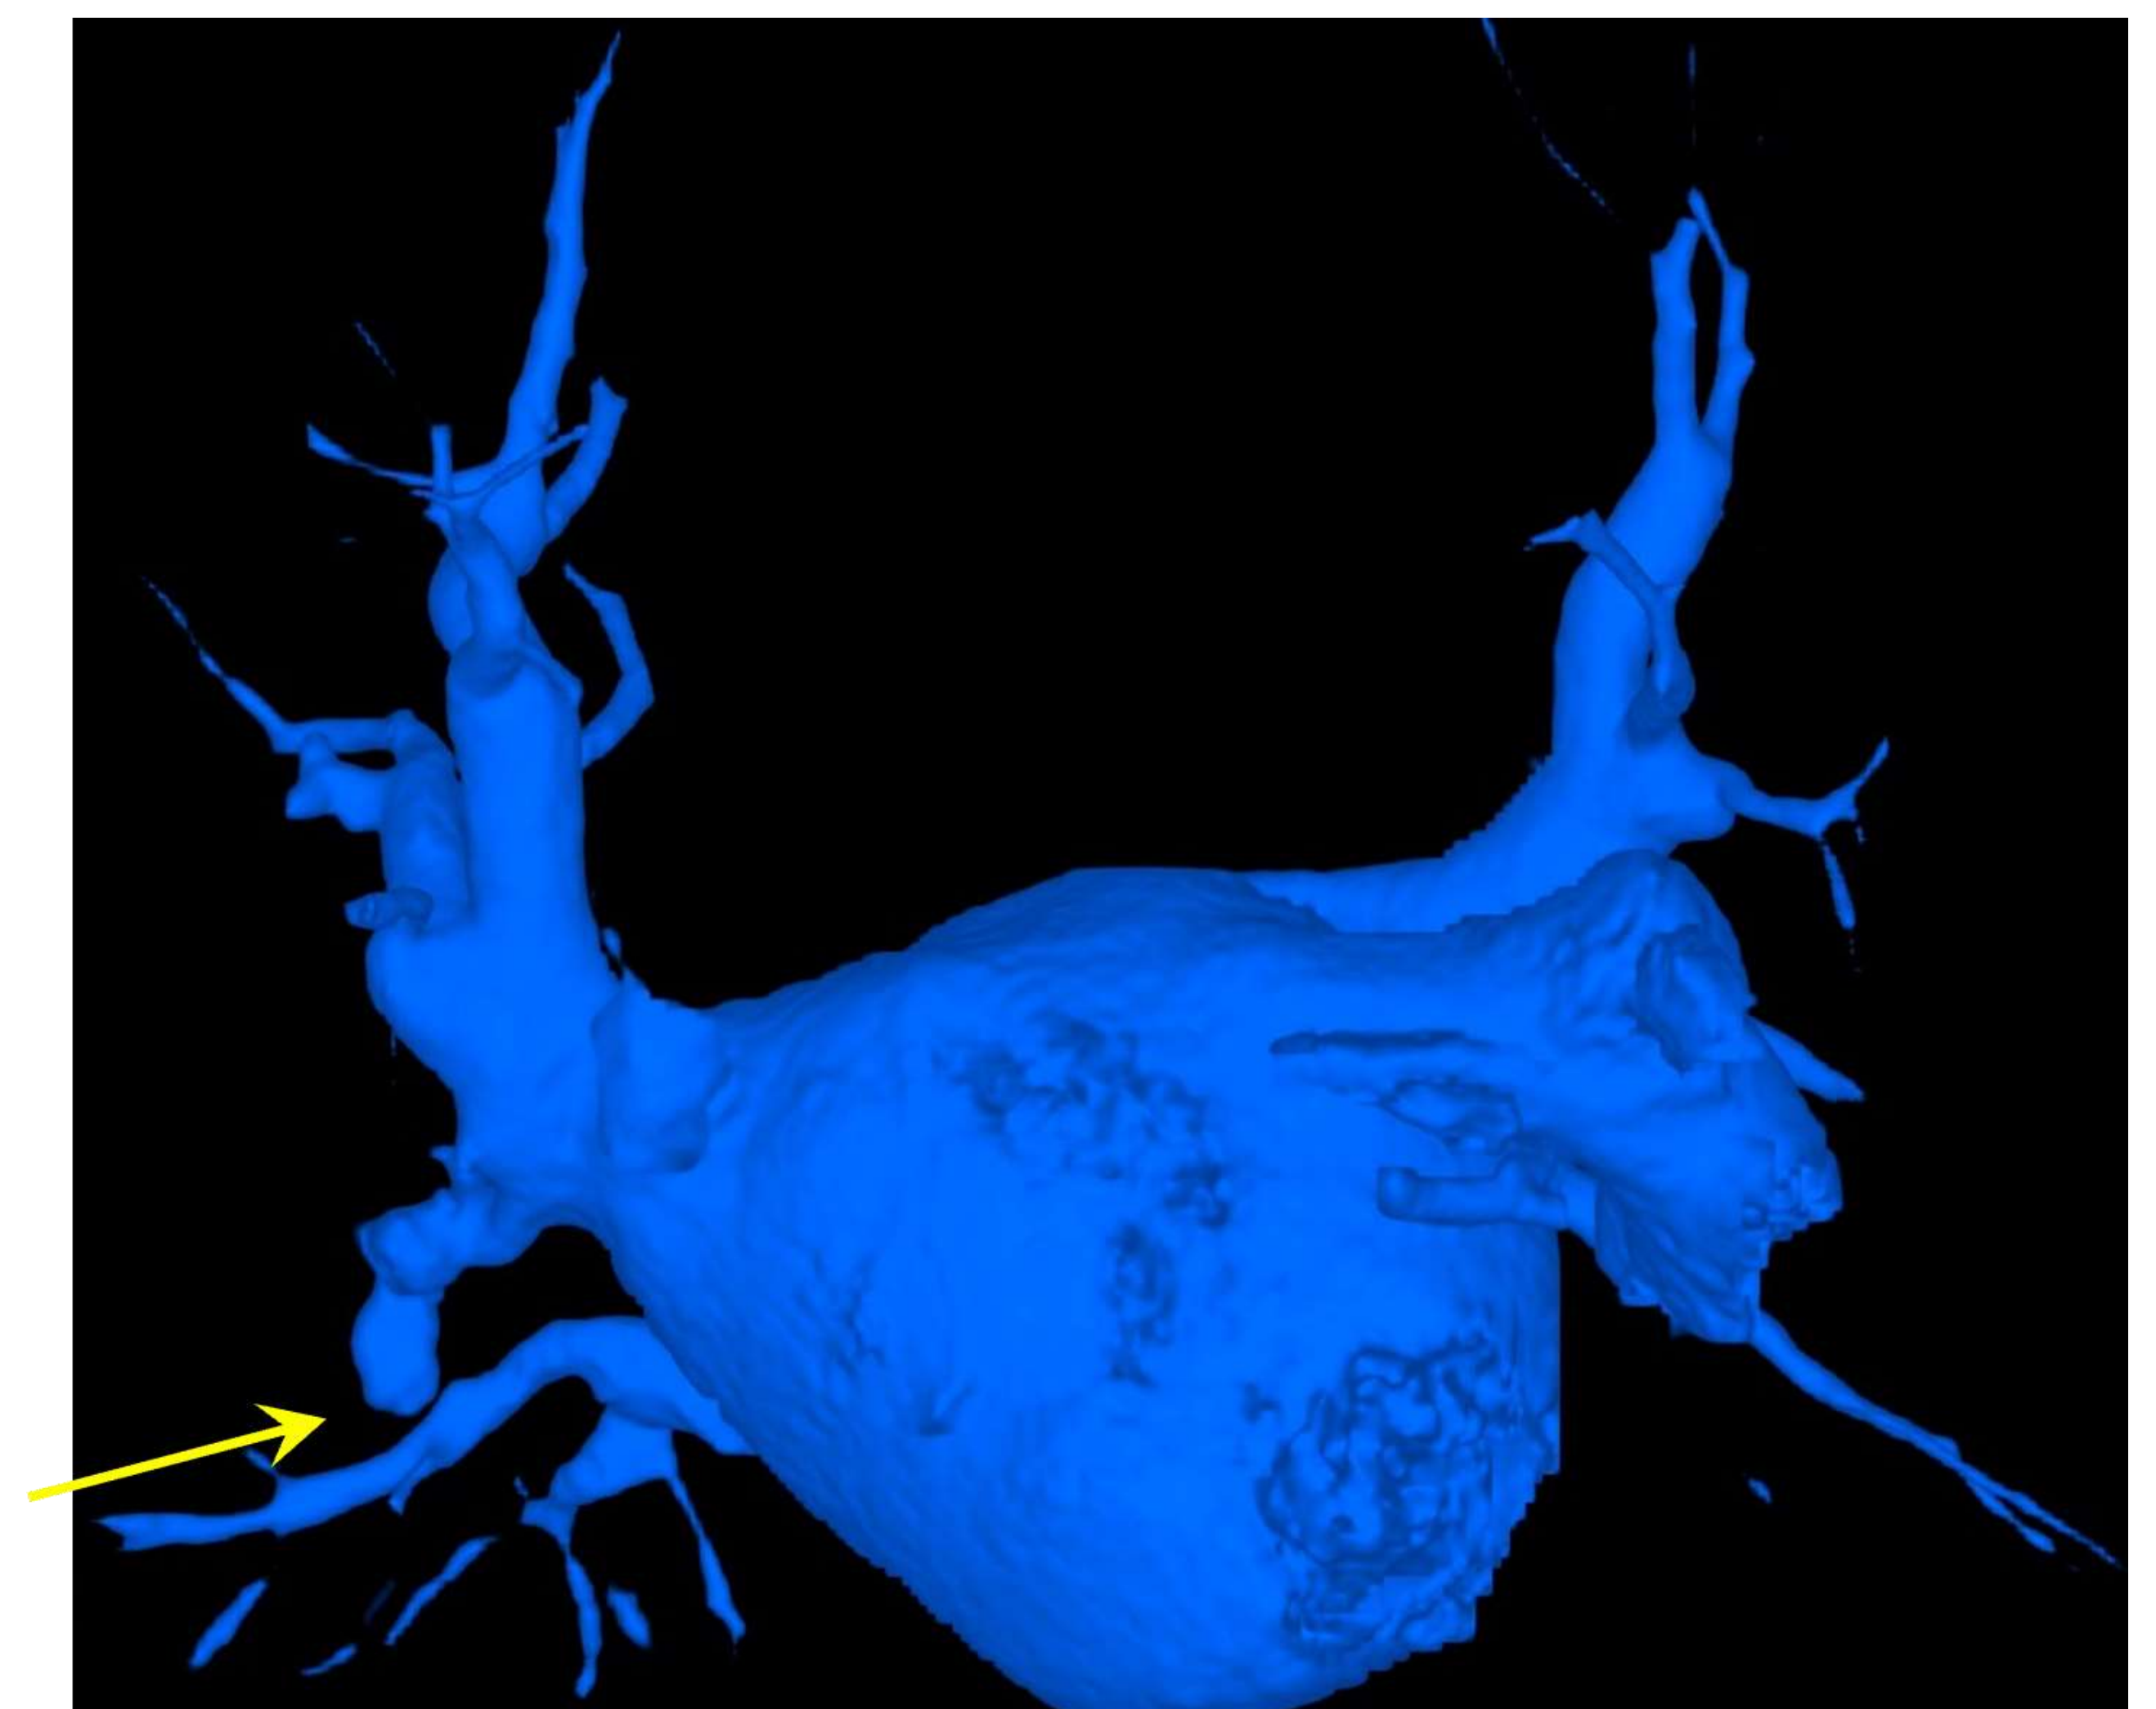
Paciente de 69 años, 4 meses tras el tratamiento de RFA de venas pulmonares. CT de control muestra defecto de opacificación de la vena pulmonar inferior derecha consistente con trombosis.
